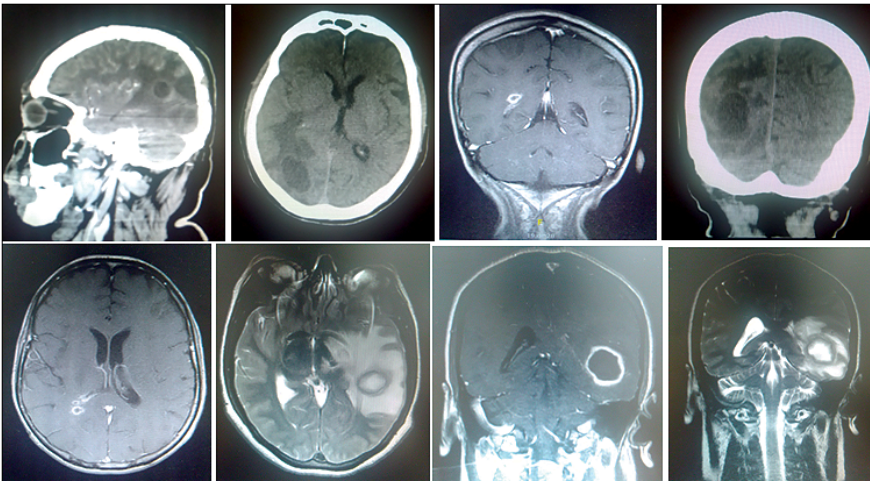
Estudios imagenológico de Tomografías y Resonancias de cráneo que evidencian los cambios que se dan según la evolución y el uso de contraste.
